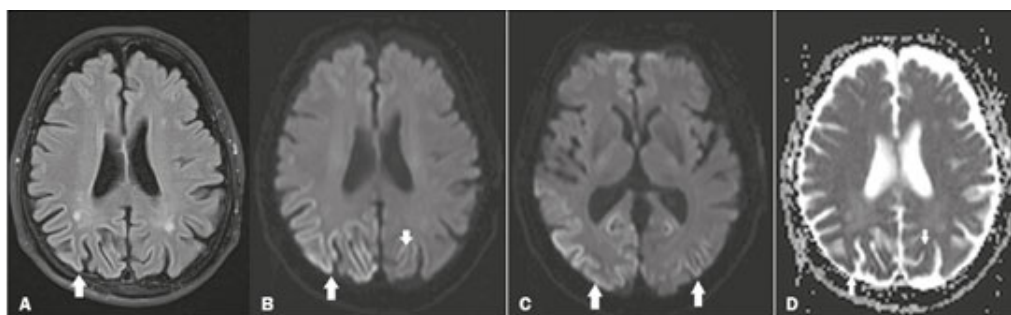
Observe que nas imagens há foco degenerativo na região posterior periférica do cérebro, conforme indicam as setas. Em A temos uma sequência FLAIR e B a aplicação de DWI, ambas no mesmo eixo, novamente indicando degeneração na parte posterior do cérebro. Em C foi aplicada uma DWI em um eixo diferente das anteriores, correspondendo à porção dos gânglios basais, indicando que não houve alterações na mesma. Em D o mapeamento foi realizado por ADC na mesma seção de corte de A e B, evidenciando nas regiões indicadas anteriormente, um aumento da difusão.[12]
